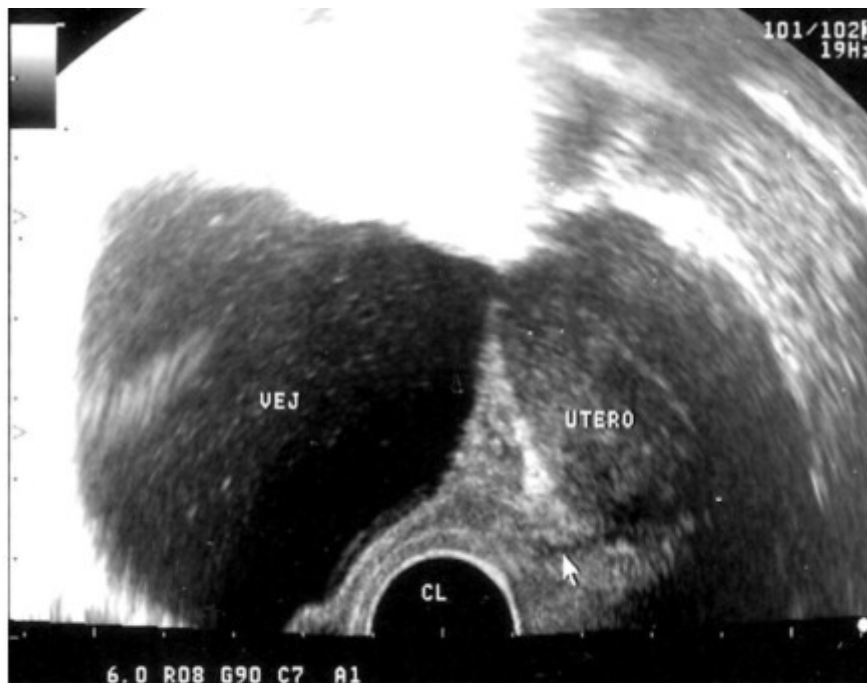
Ultrasonido transvaginal evolutivo, a los 6 meses de operada, negativo de lesión vesical.
